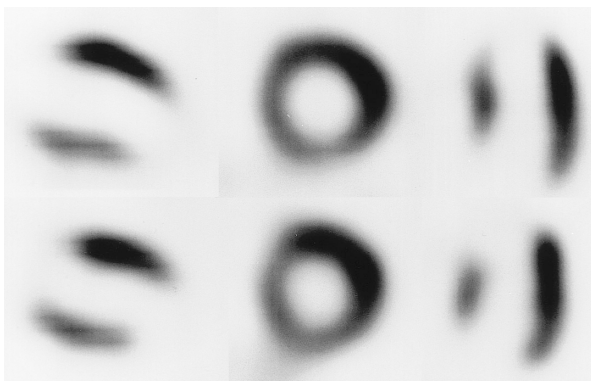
Case 2: Tl and BMIPP myocardial scintigrams obtained 2 weeks after admission
